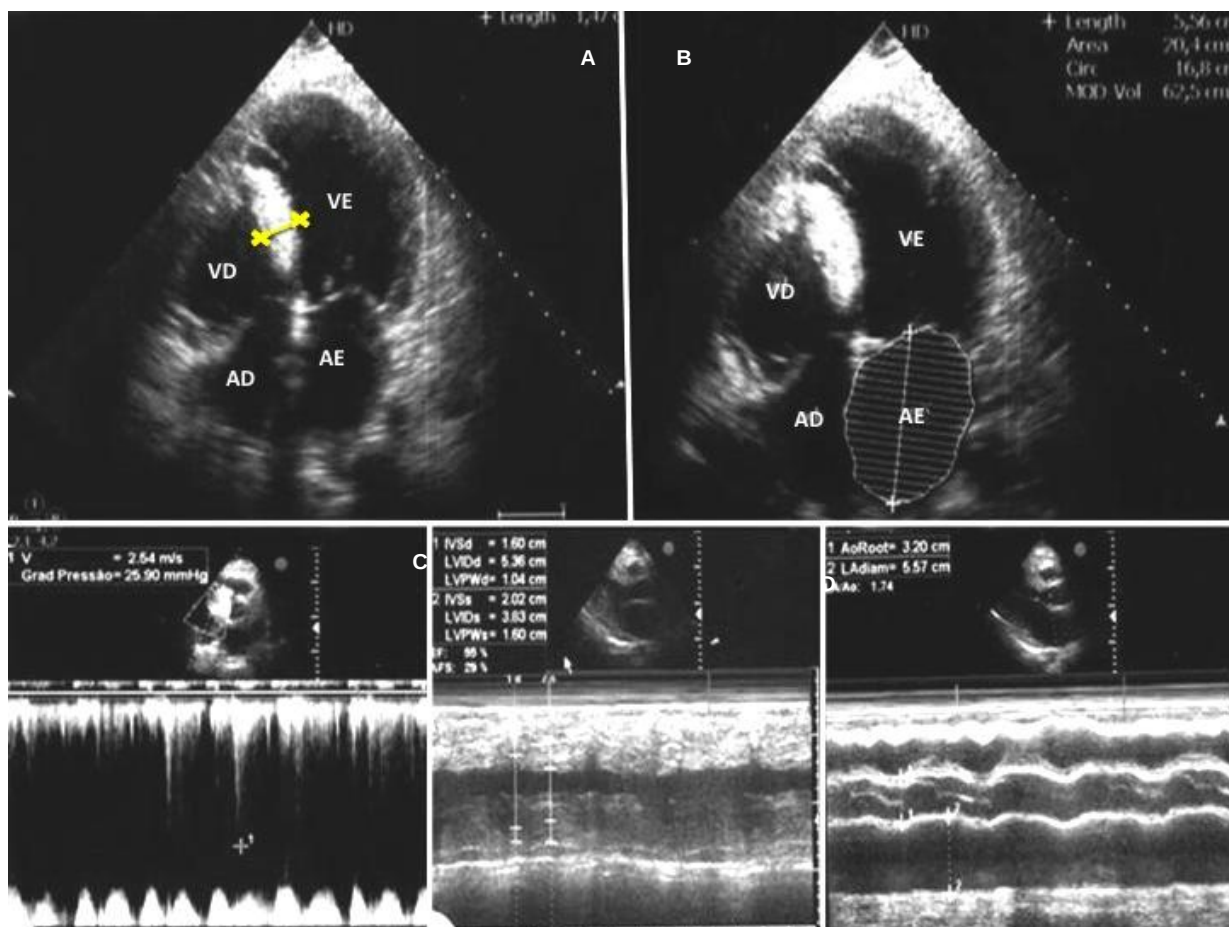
ECOTT, probando família A. A) corte apical de quatro câmaras com septo interventricular tipo curva reversa. B) corte apical quatro câmaras com aumento de AE. Medida do volume de AE (62,5mL) C) Medida do gradiente de via de saída de VE pelo *doppler* contínuo em 25,09 mmHg. D) Medida da função de VE pelo modo M, evidenciando a fração de ejeção de VE de 55%. E) Medida do tamanho de AE e Ao pelo modo M: AE de 5,57cm e Ao de 3,2cm.
